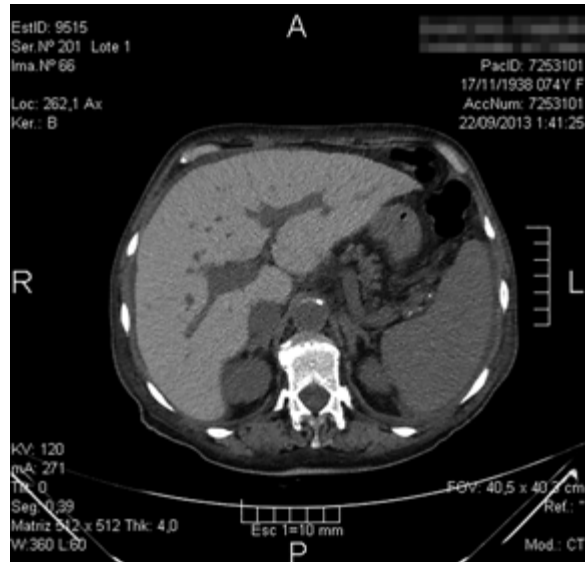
Tomografía de abdomen evidencia aumento de la densidad del parénquima hepático (mayor de 72 HU) compatible con sobrecarga férrica.
